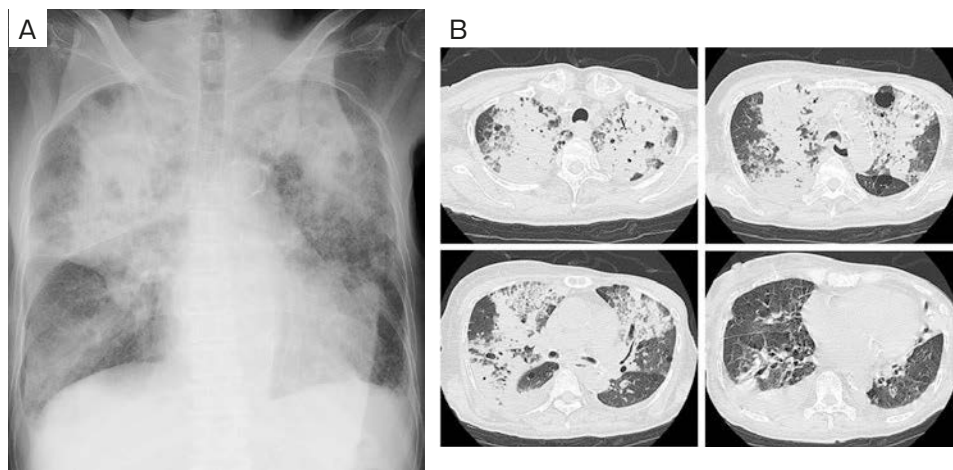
Radiological findings. (A) Chest X-ray showed diffuse consolidation in both lung fields. (B) Chest computed tomography scan showed bilateral consolidation with some organization along the bronchovascular bundles and bilateral pleural effusion.
